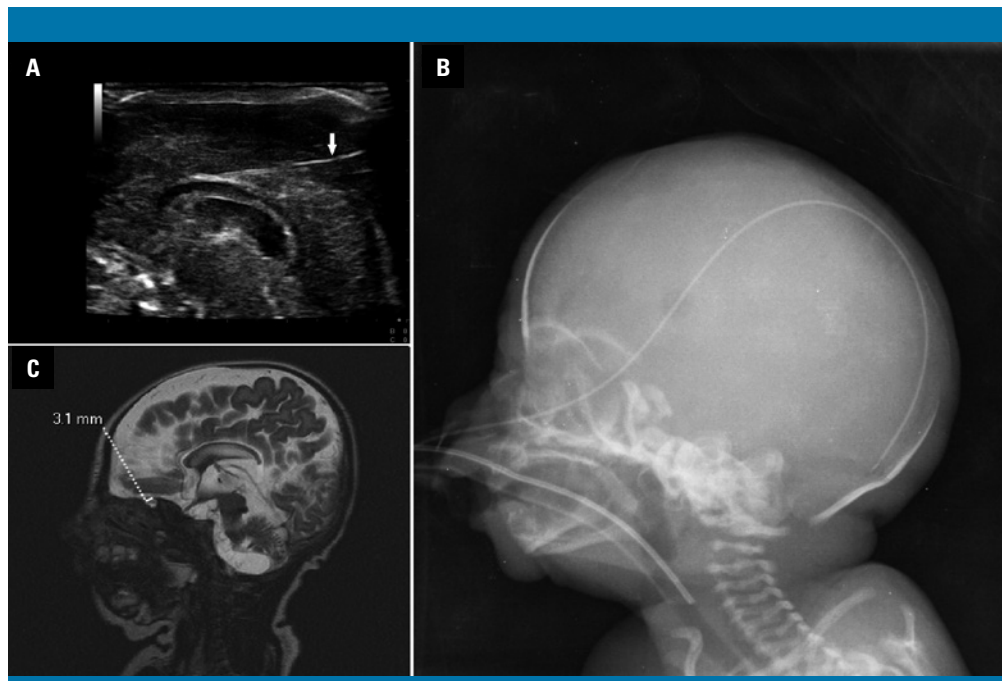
A) Ecografía craneal en plano sagital del cuerpo calloso. La flecha señala una estructura lineal hiperecogénica compatible con cuerpo extraño. B) Radiografía lateral de cráneo. Muestra una sonda nasogástrica atravesando la lámina cribosa desde la nariz izquierda y su recorrido intracraneal. C) RM craneal. Secuencia T2, plano sagital. Se aprecia una solución de continuidad de la lámina cribosa, un defecto de 3 mm (flecha) relleno de líquido cefalorraquídeo, compatible con meningocele
